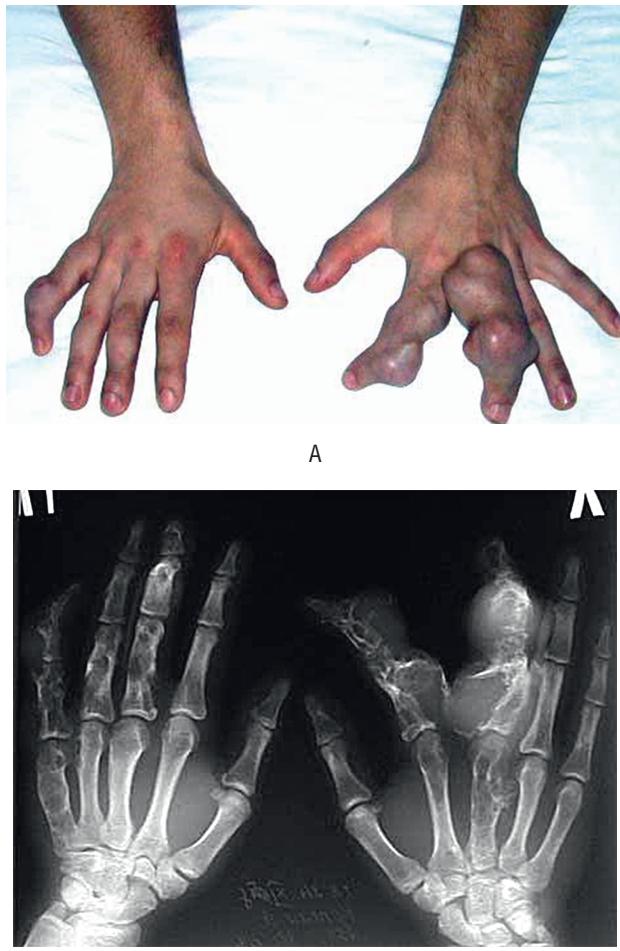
Пациент Г., 17 лет. Диагноз: озлокачествление акроформы болезни Олье. А — внешний вид пораженной кисти; Б — рентгенограммы кистей в прямой проекции
